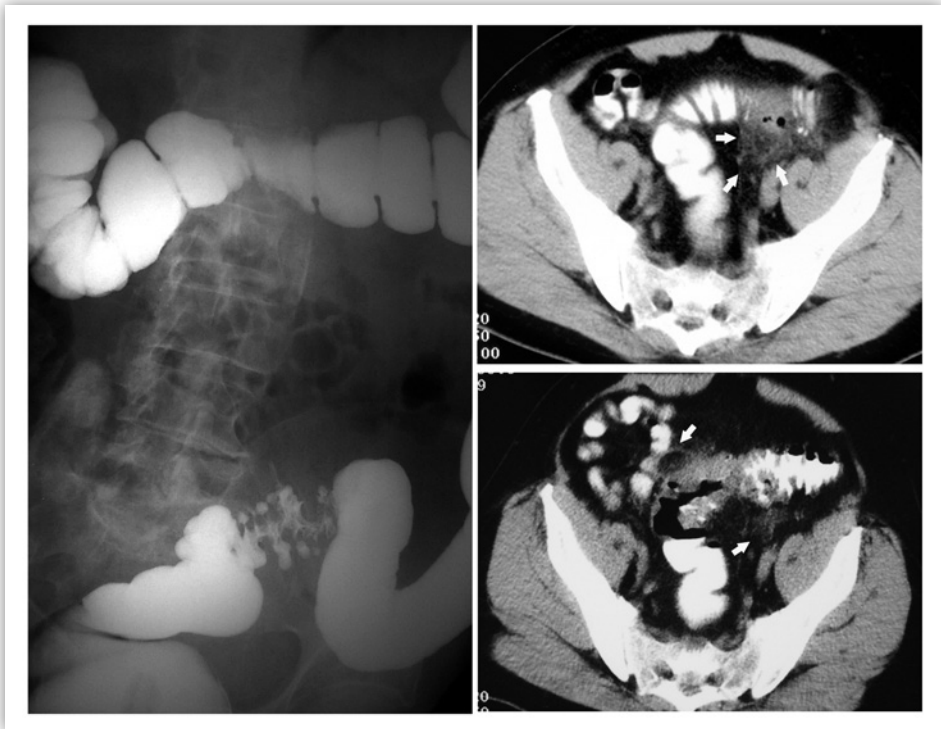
El enema opaco constituyó durante muchos años la prueba de imagen más empleada para el diagnóstico de diverticulitis aguda, si bien actualmente la tomografía computarizada es la prueba de elección. En la figura se observa un enema opaco con un segmento de sigma con divertículos y una estenosis secundaria al espasmo y edema de la mucosa. En la TC se observa un engrosamiento de la pared del sigma, y zonas de afectación inflamatoria de la grasa pericólica (flechas).
